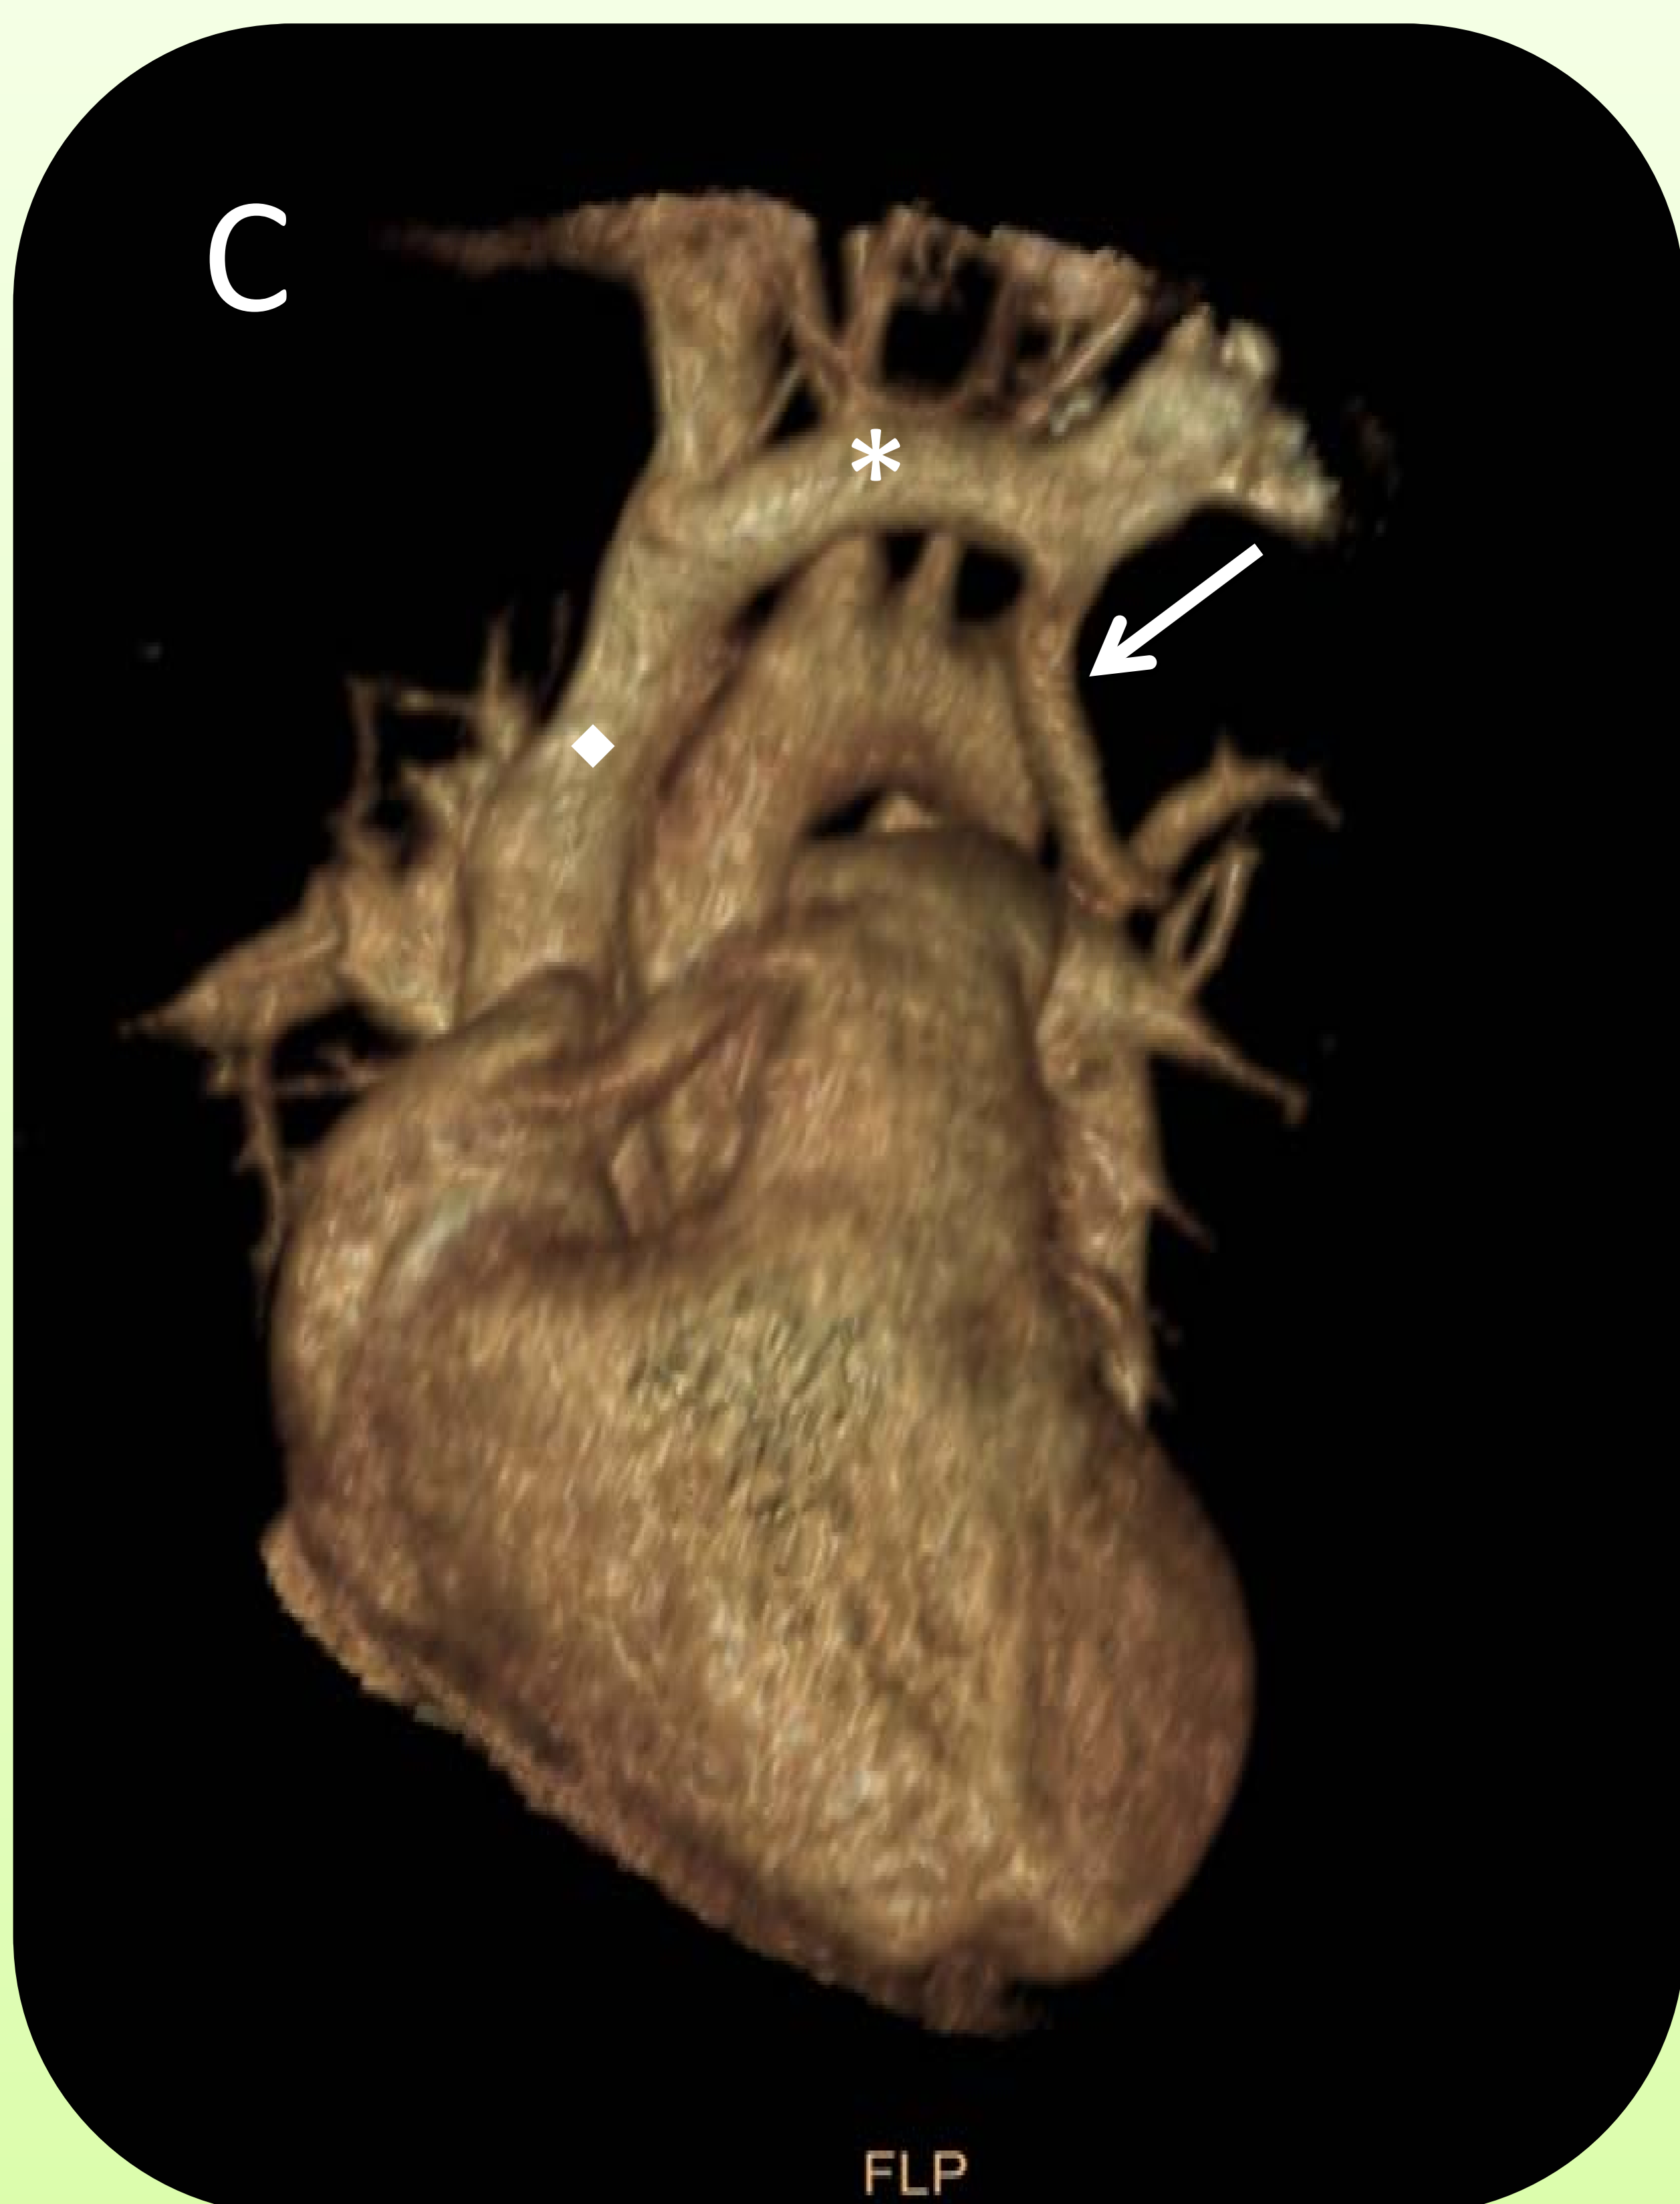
Imagen axial (A) y coronal (B) de TC torácica con contraste intravenoso donde se identifica el drenaje de la vena pulmonar superior izquierda (flechas) a la vena innominada (*).
